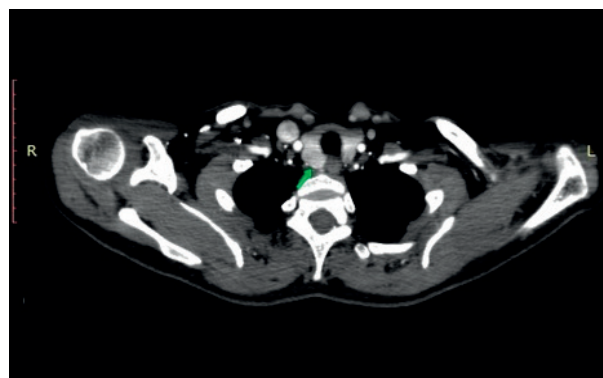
Рентгеноконтрастная томография грудной клетки
